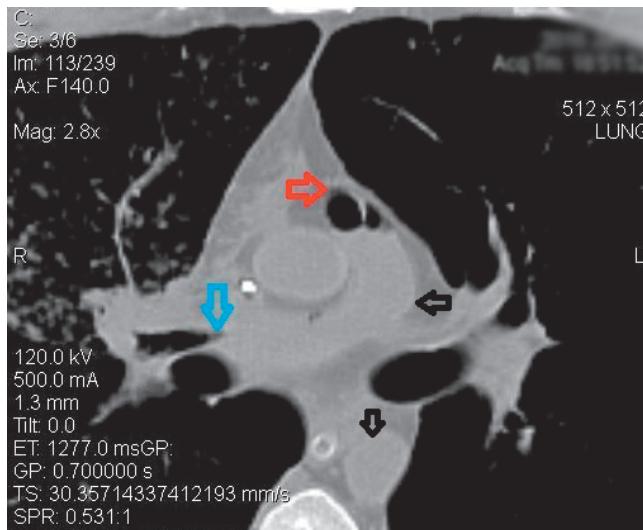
Компьютерная томограмма органов грудной клетки (в средостенном режиме): визуализируется разобщение правого среднедолевого бронха с главным (синяя стрелка). В просвете основного ствола легочной артерии пузьрьки воздуха (красная стрелка). Легочная артерия, ее крупные ветви, а также грудной отдел аорты спавшиеся (черные стрелки)
